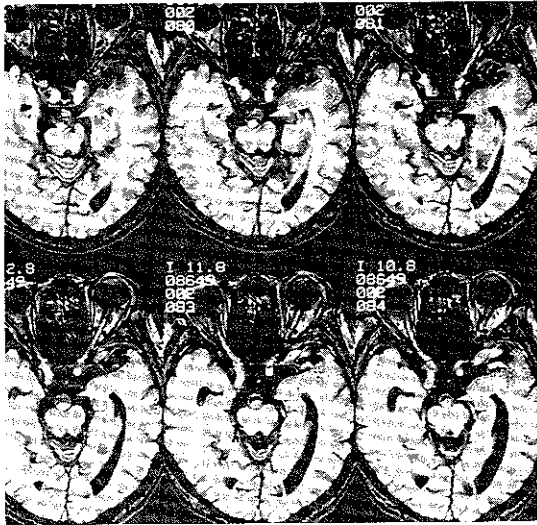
Radiography of patient 6 showing the dissected basilar artery on the whole segment
